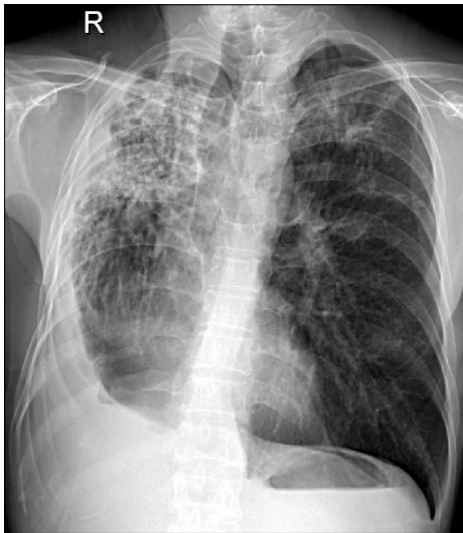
Chest X-ray shows multiple nodules and fibrotic scars in the left and right upper lungs with fluid collection in the right hemithorax.
